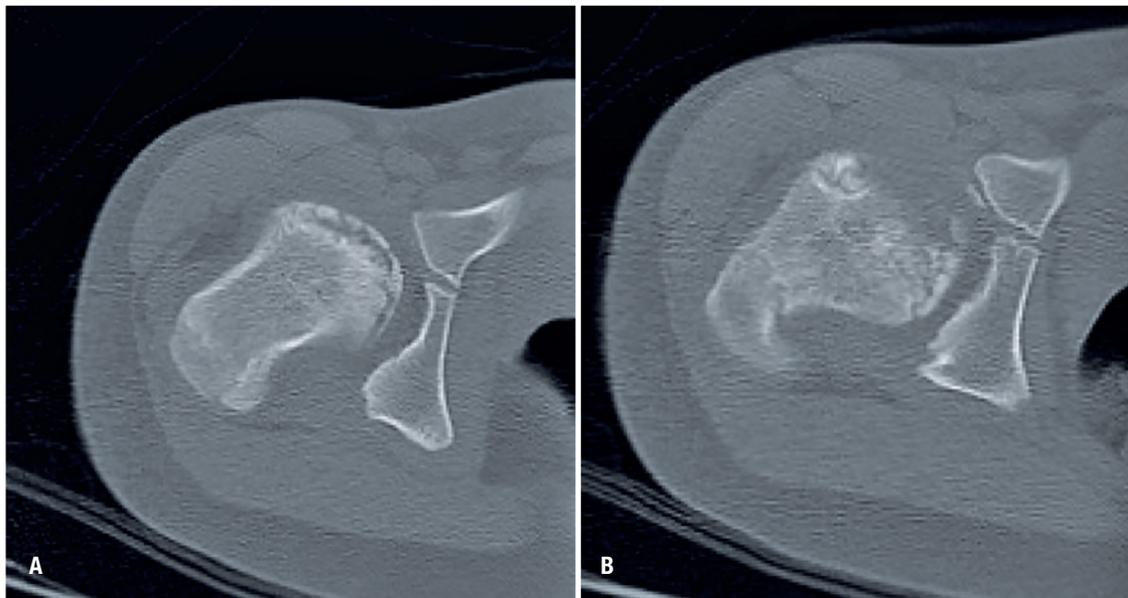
Tomografia computadorizada em corte axial de Bacia, demonstra anteversão, A) Corte axial mais lateral da epífise femoral proximal com fise aberta. B) Corte da área central do fêmur, demonstrando extensa necrose.
